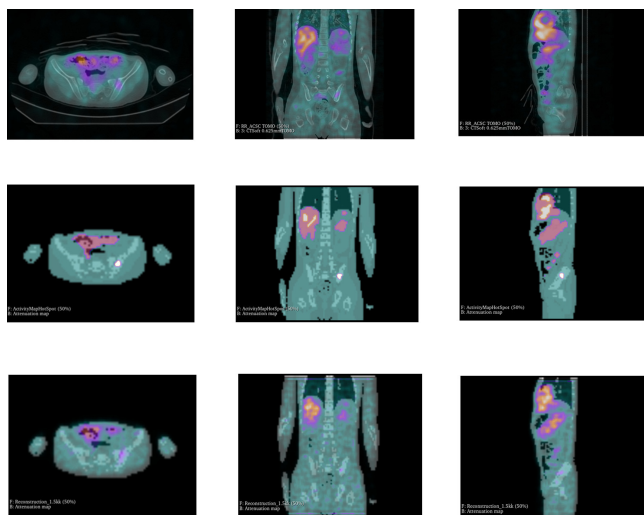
Сравнение реконструированных клинических изображений реального пациента (верхний ряд) и реконструированных изображений, полученных в имитационном моделировании с использованием его цифрового двойника (нижний ряд). В среднем ряду представлено гибридные изображения виртуального пациента – цифрового двойника реального пациента. Показаны совмещенные ОФЭКТ/КТ-изображения
